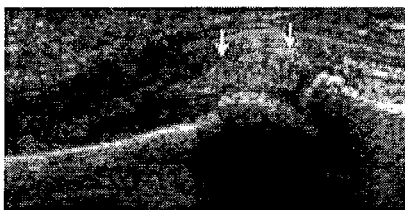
Synovite d'une articulation MCP; coupe échographique longitudinale montrant un tissu synovial épaissi. (Radiographics)*
